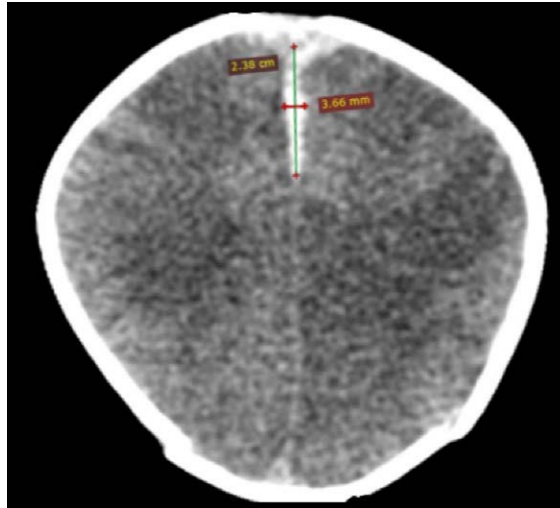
TDM Cérébrale : hématome sous-dural de la faux du cerveau.
